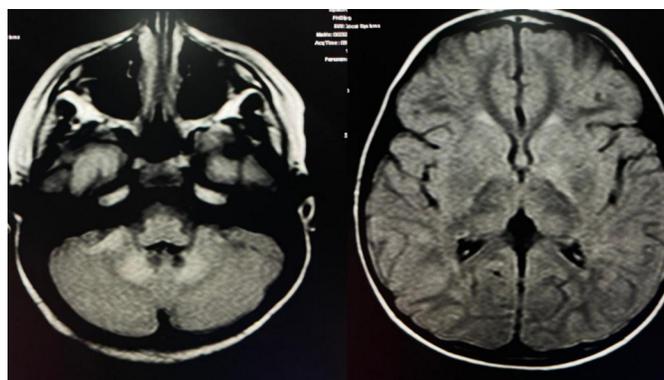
Resonancia magnética de Caso 2
